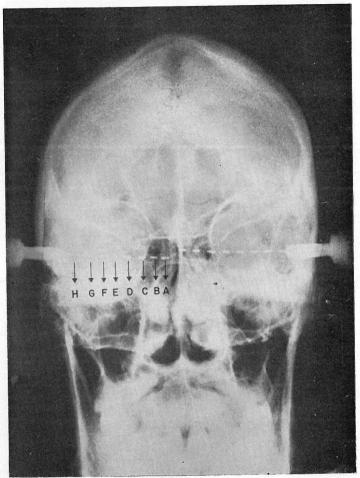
Radiografía del paciente descrito en el texto, que muestra, en posición anteroposterior, la situación de los electrodos multipolares en ambos lóbulos temporales, siendo A la derivación más profunda y H la más superficial. Esta y la siguiente figura son cortesía del Dr. Jesús Rodríguez del Inst. Nal. de Neurología.
